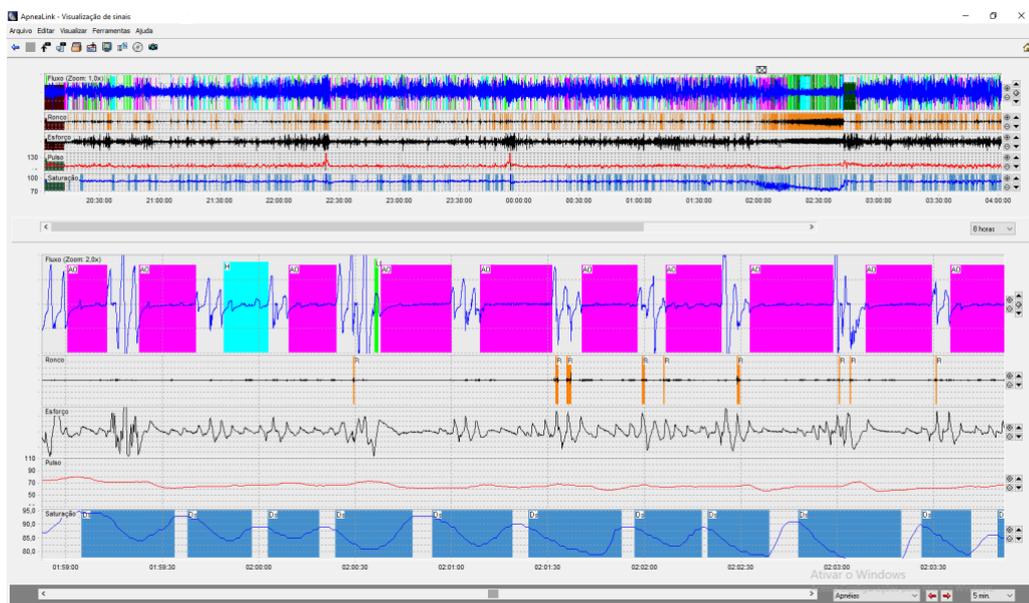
Tela representativa de exame de polissonografia tipo III com o equipamento ApneaLink Air. Fonte: Arquivo pessoal
